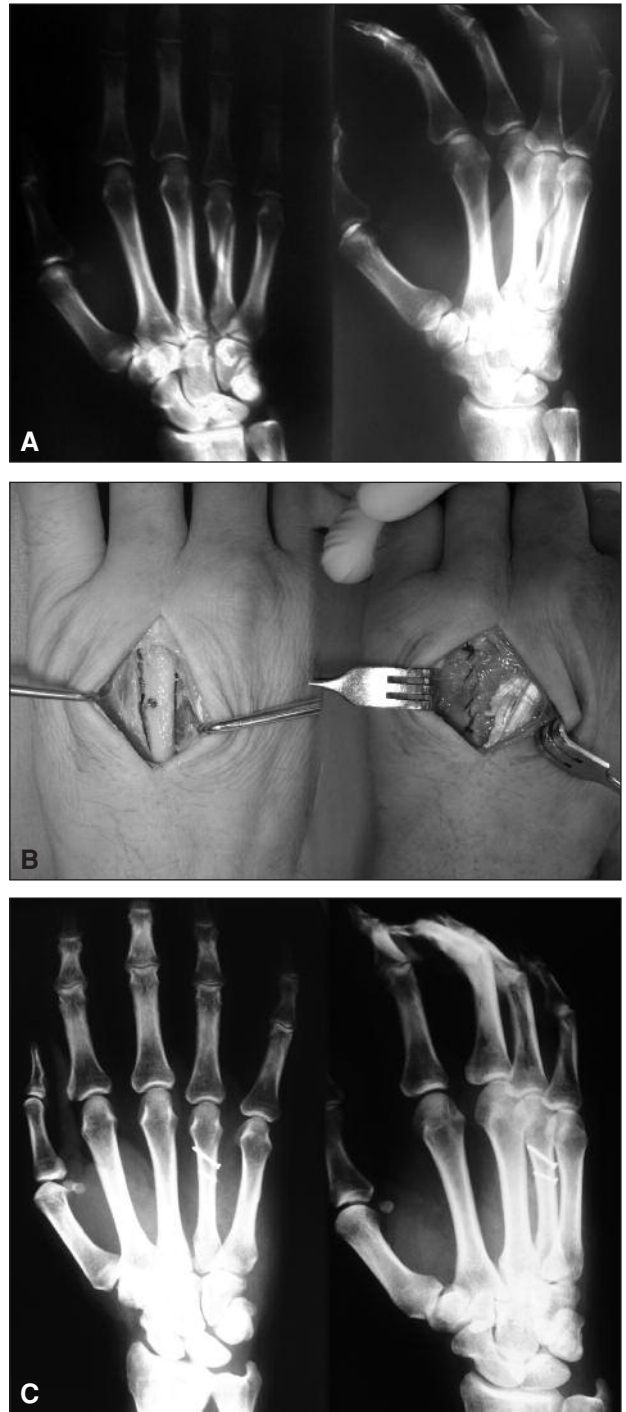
A. Radiografías preoperatorias que muestran una fractura espiroidea del cuarto metacarpiano. B. Izquierda: Abordaje dorsal con desinserción de músculos interóseos y fijación de la fractura con tornillo interfragmentario. Derecha: reinscripción de músculos interóseos y cobertura de la osteosíntesis previa a la sutura de la *junctura tendinae*. C. Radiografías posoperatorias donde se observa la restitución de la longitud y de la alineación del metacarpiano.
